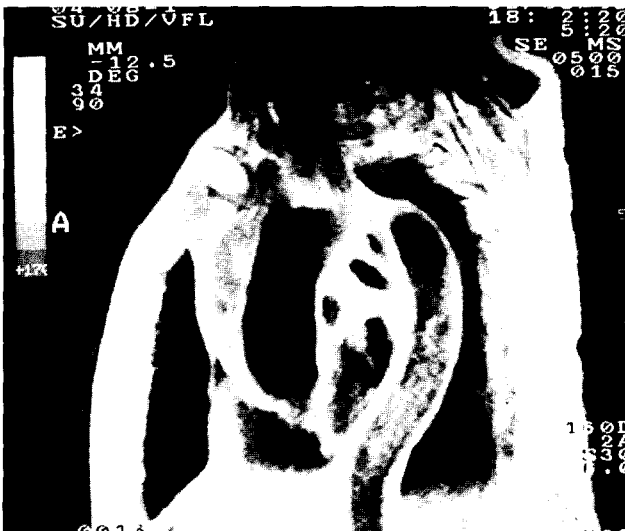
Preoperative chest MRI shows dilatation of ascending aorta and false lumen containing hematoma
